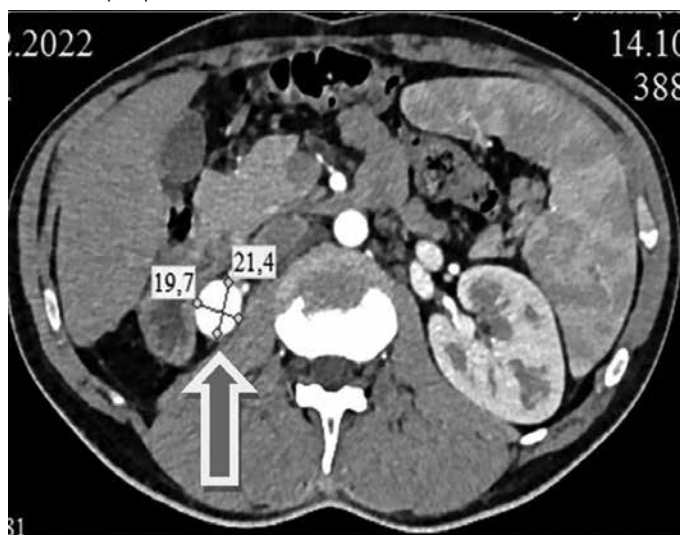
КТ-ангиограмма. Тот же пациент. Постравматическая аневризма правой почечной артерии в поперечном сечении
